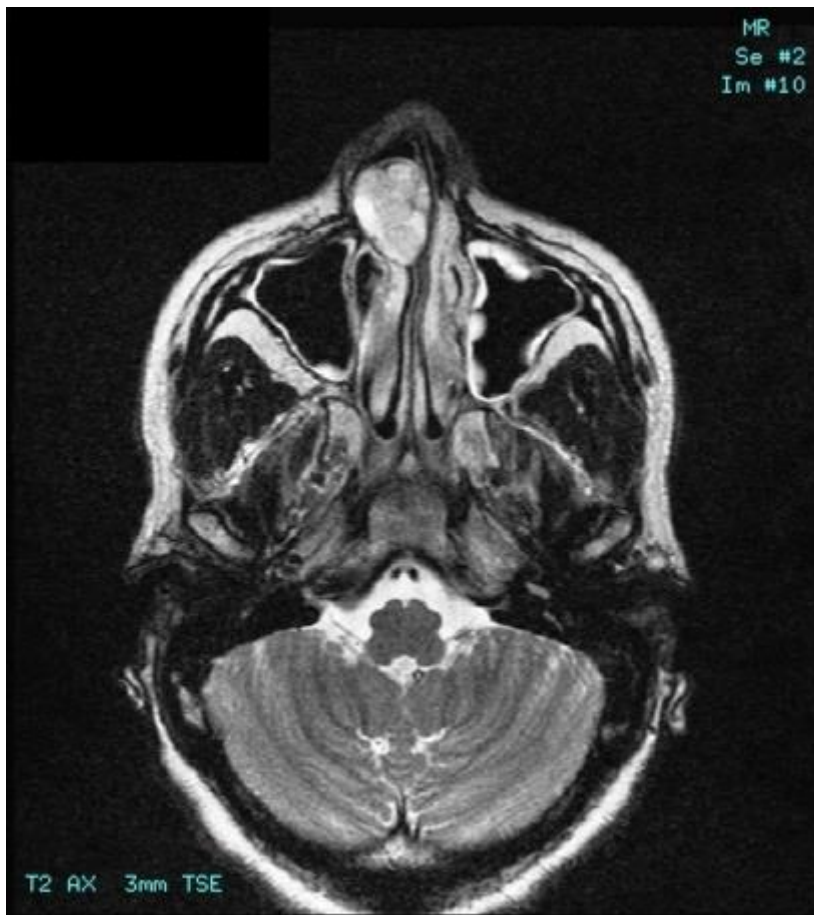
IRM montrant une tumeur circonscrite dans la fosse nasale avec un hypersignal en T2. (44)
